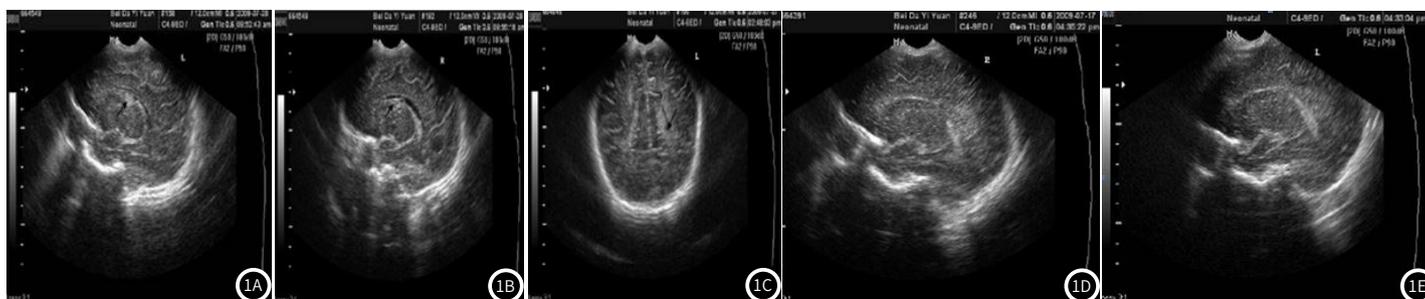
颅脑超声的早期高危儿童脑损影像图。注:A~C:脑室内少量出血及脑室内出血伴扩大,部位脑室呈暗褐色阴影状;D~E:弥漫性脑出血表现脉络丛回声增强。
